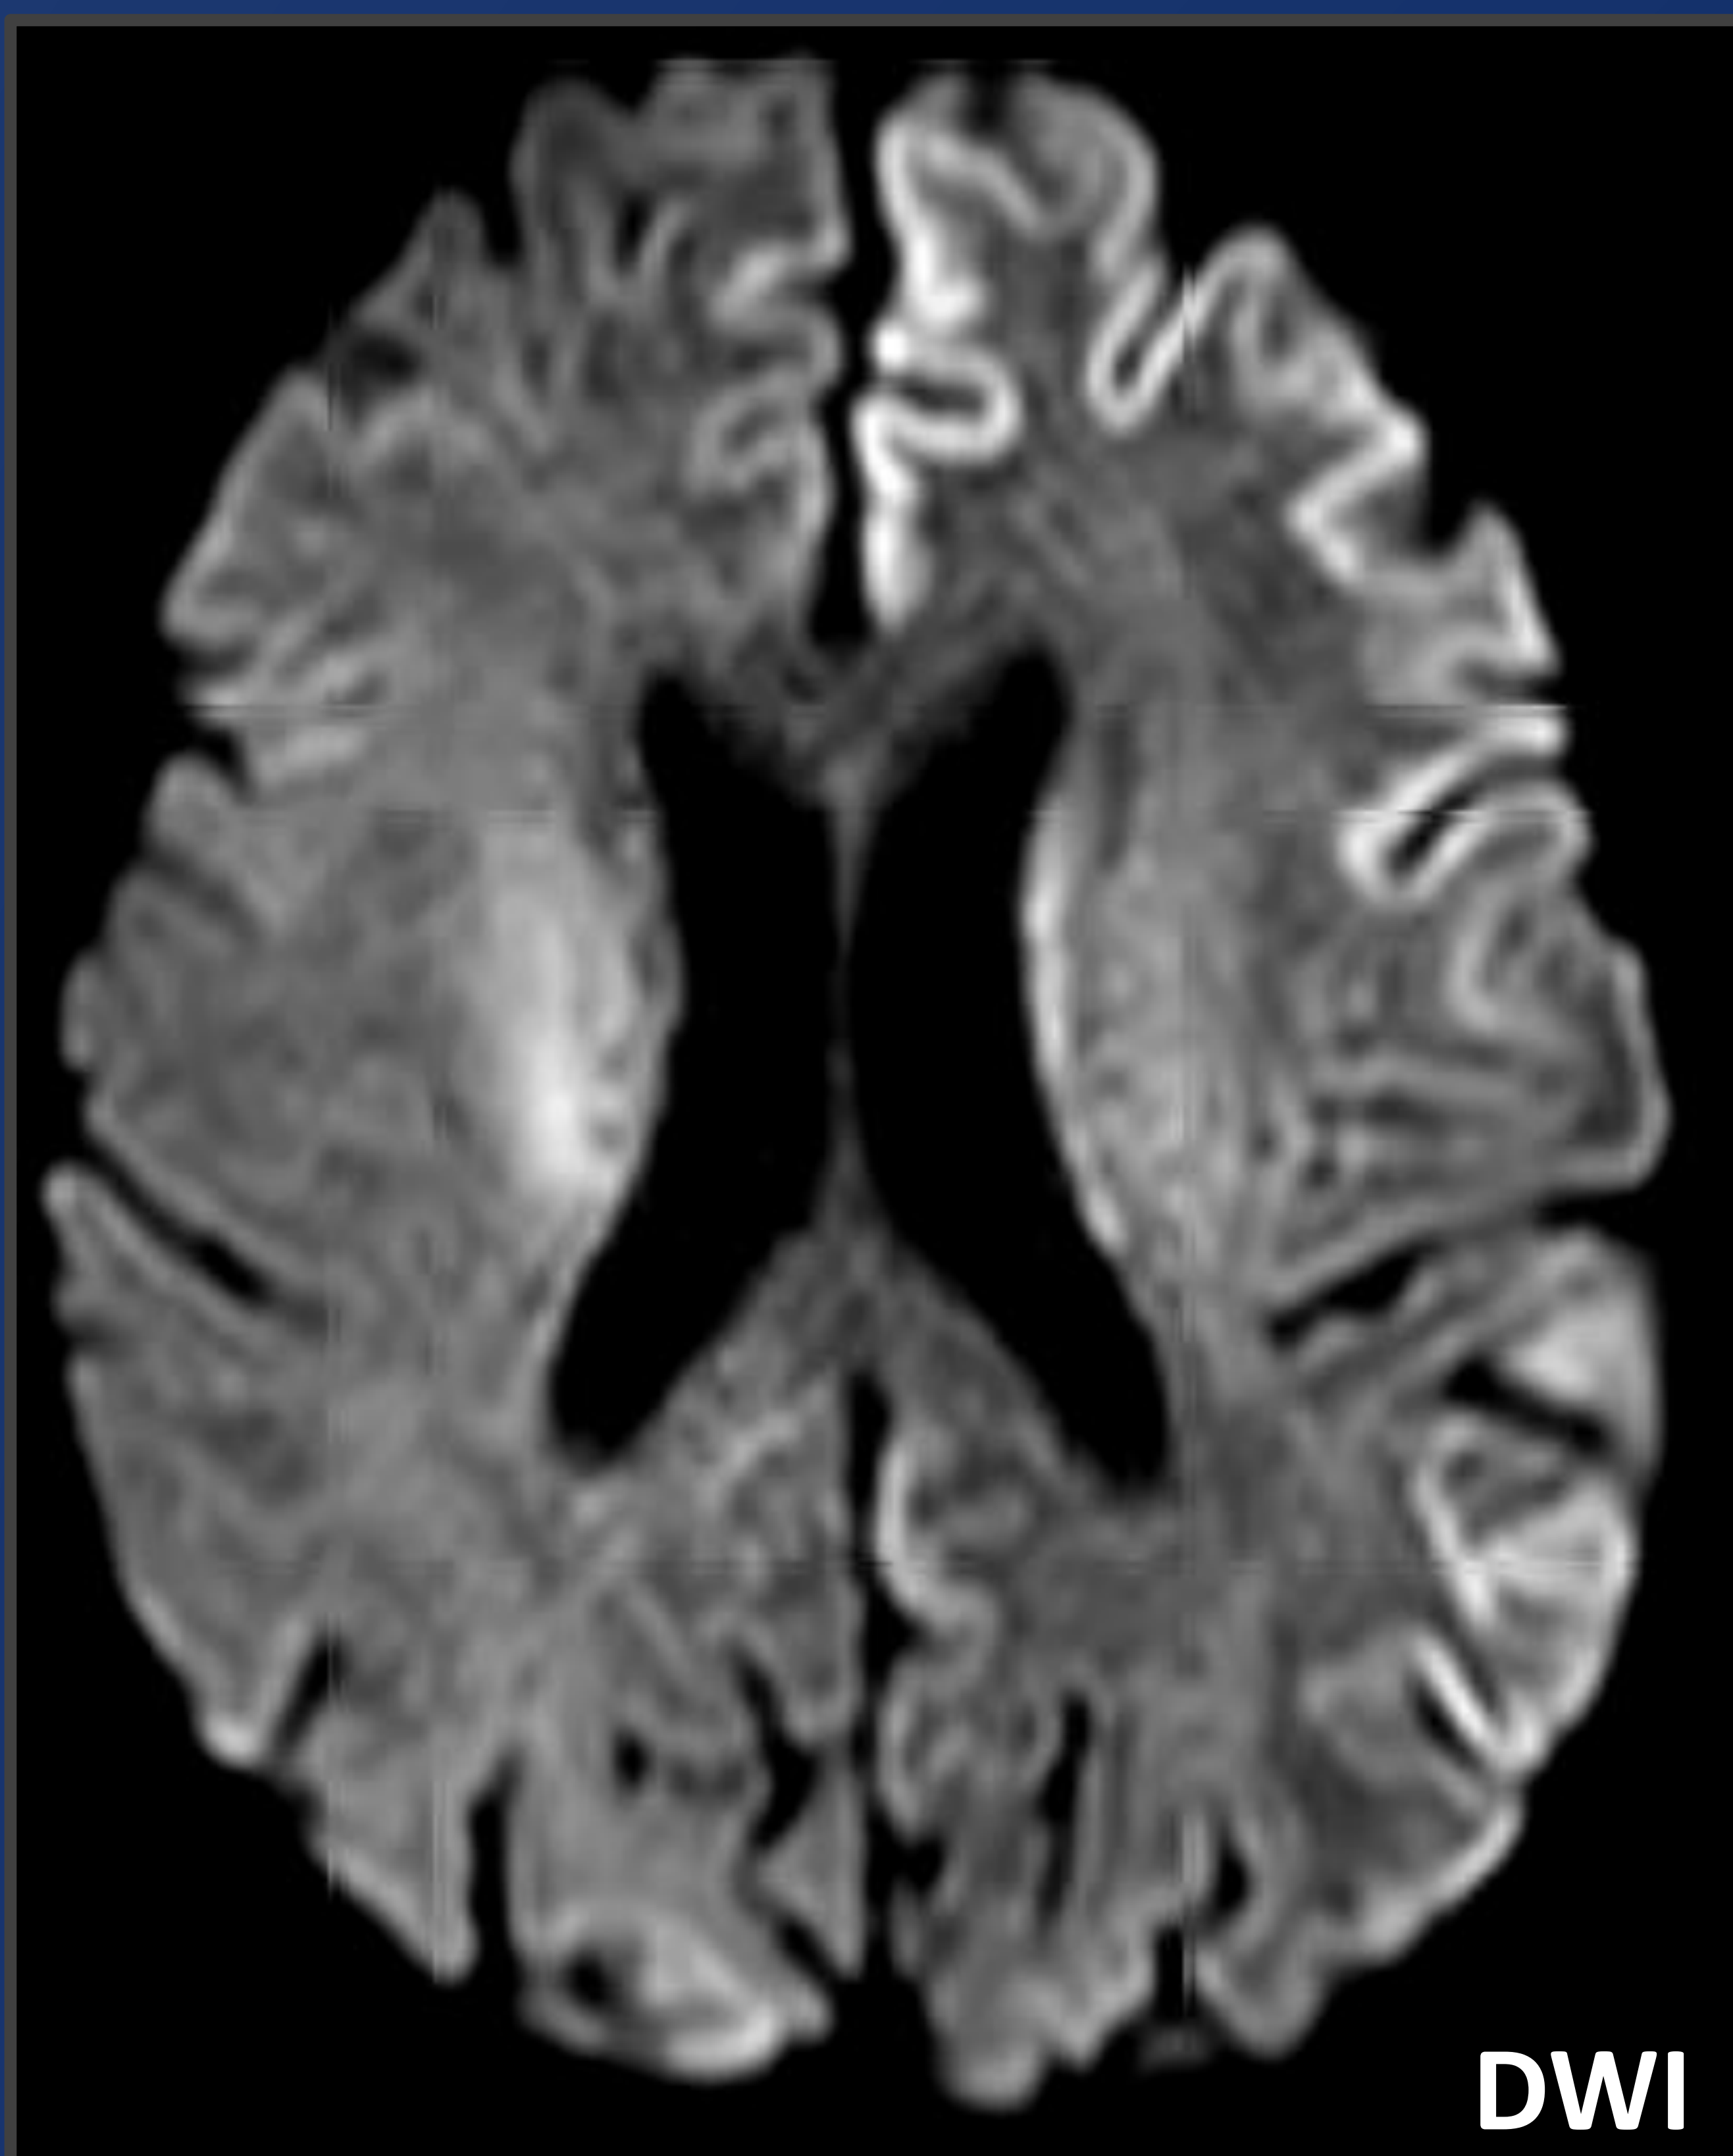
Hombre de 66 años con historia de enolismo crónico, ingresa por síndrome confusional con rápida evolución a coma. En RM hiperseñal en secuencias de difusión en córtex insular y parietotemporal así como en el giro cingular y ganglios basales izquierdos.
